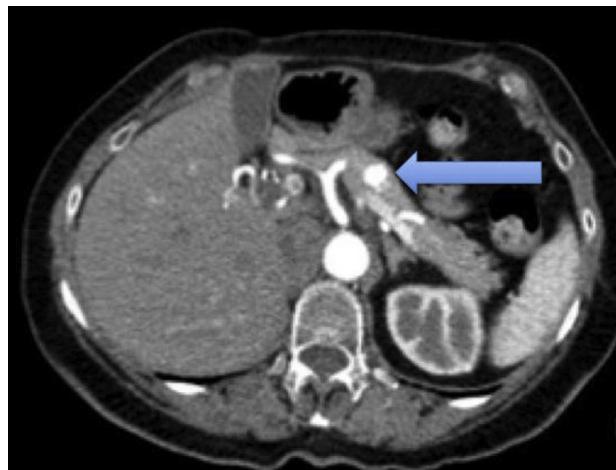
Corte axial de tomografía computada abdominal con contraste intravenoso en fase arterial. Se visualiza lesión hipervascular de 11 mm de diámetro, en cuerpo de páncreas, que presenta lavado rápido de contraste.
